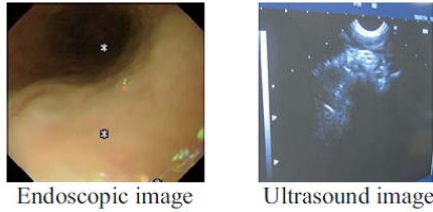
Endoscopic and ultrasound images
